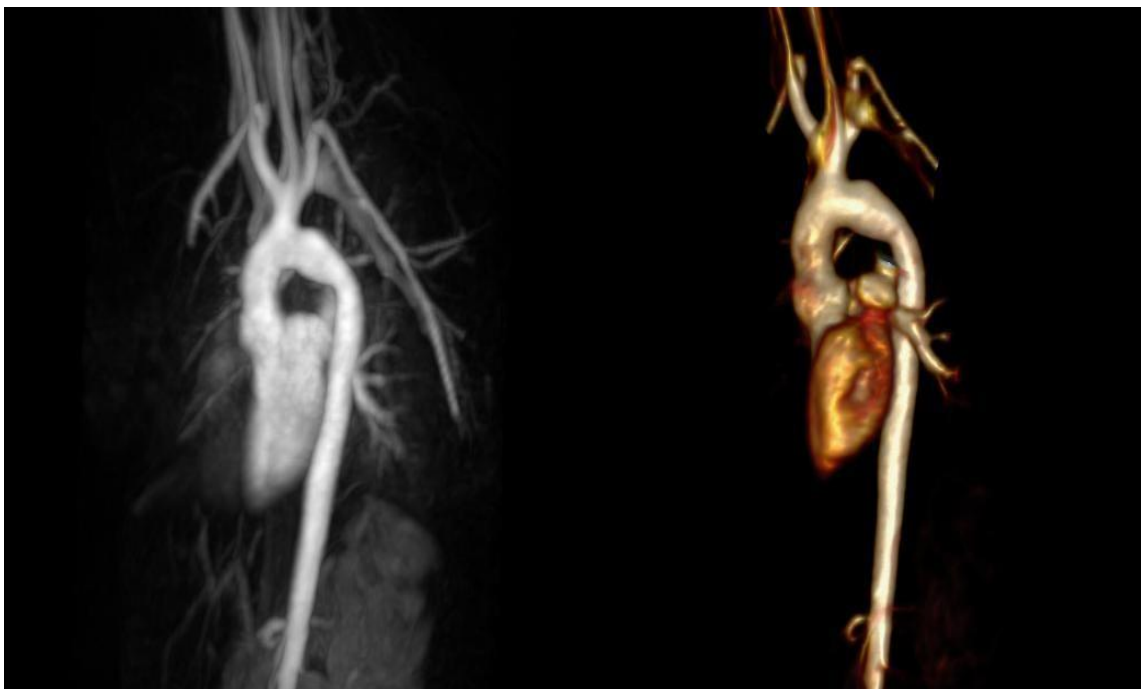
Die anteriore Ansicht der 2D- und 3D- kardialen MRT- Rekonstruktionen zeigen ein ausreichendes Wachstum des Aortenbogens ohne „Gothic-Arch-Formation“ sieben Jahre nach der Korrektur einer IAA vom Typ A.
